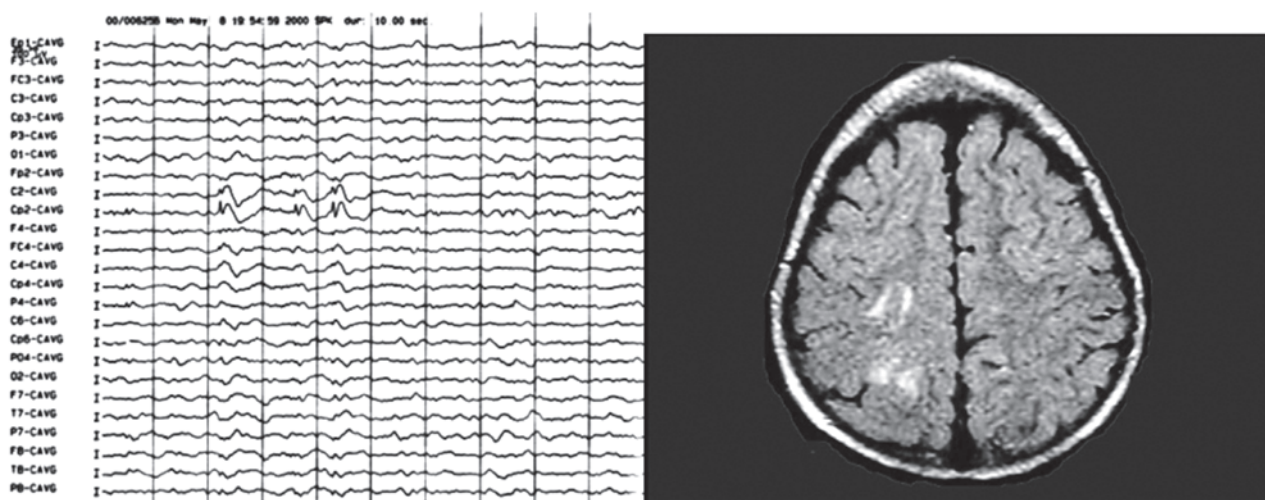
A - EEG interictal. Observe a descargas epileptiforme em Cp2 e C2. Em C4 apenas onda lenta. B - RM de crânio. Flair. Distúrbio do desenvolvimento cortical em região centro-parietal direita.
